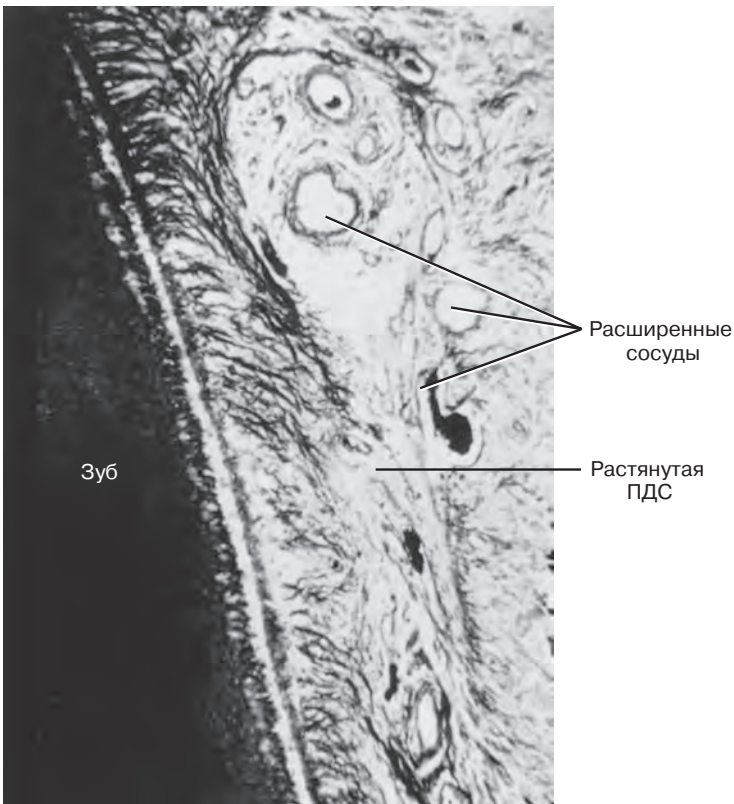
На стороне, противоположной направлению зубного перемещения, ПДС увеличена, а кровеносные сосуды расширены. На данном снимке представлен вертикальный срез зуба животного с перфузией тушью во время смерти. Частично заполненные тушью расширенные сосуды видны в растянутой части ПДС. (Снимок предоставлен Dr. F.E.Khouw.)
